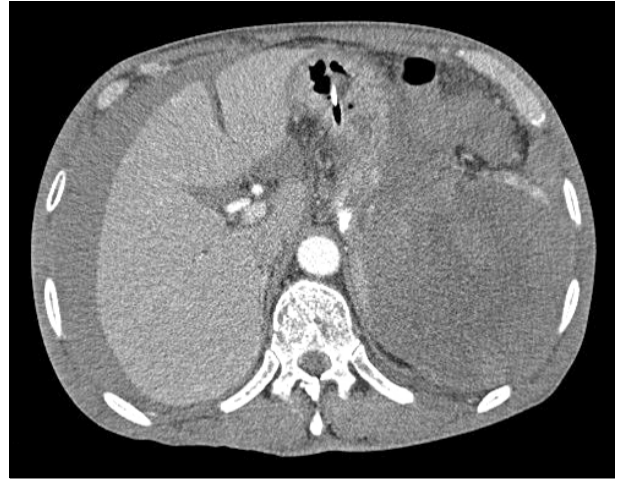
The abdominal CT scan. Abdominal CT scan revealed a large amount of hemoperitoneum due to splenic rupture, and hematoma, which replaces splenic parenchyma.
